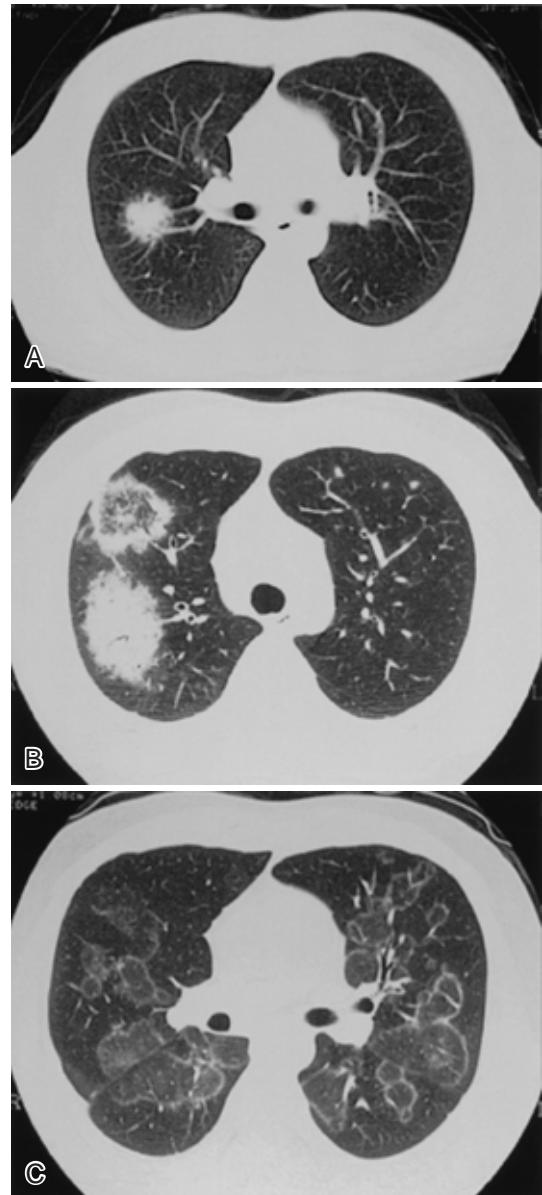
(A) Chest CT scan (Sep. 26, 2000) on admission showing nodular shadow in the right upper field. (B) Chest CT scan (Oct. 13, 2000) on second admission showing multiple nodules, some of which were annular opacities with central areas of ground-glass attenuation. (C) Chest CT scan (Dec. 13, 2000) on third admission showing multiple annular opacities.
